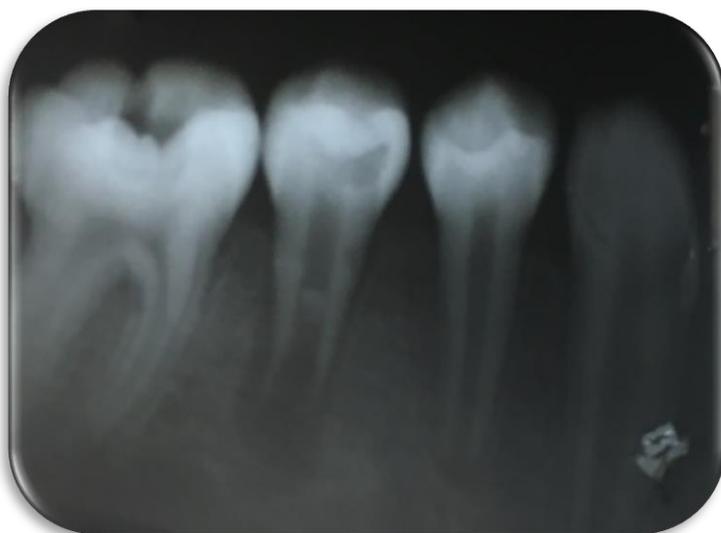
Radiografía postoperatoria
